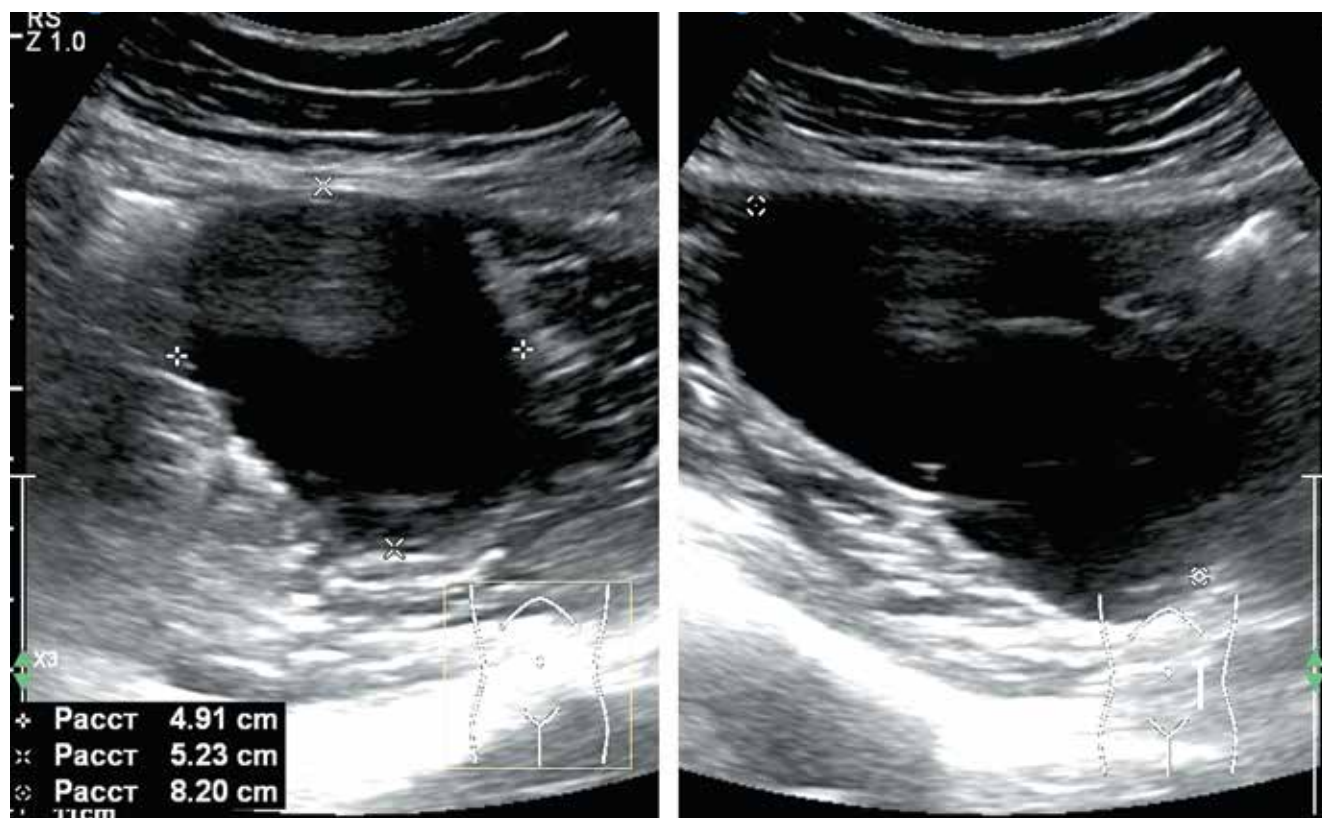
Ультразвуковая томограмма пациентки Б. Мезентериальная киста на уровне L3–L4 позвонков
